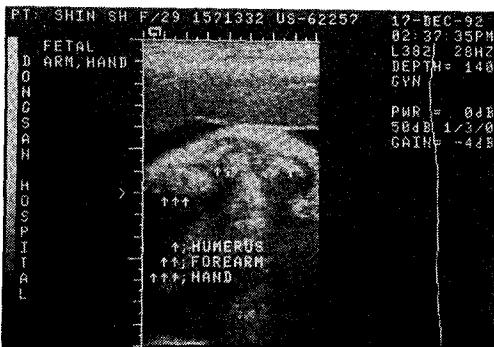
Ultrasonogram showing short humerus.
